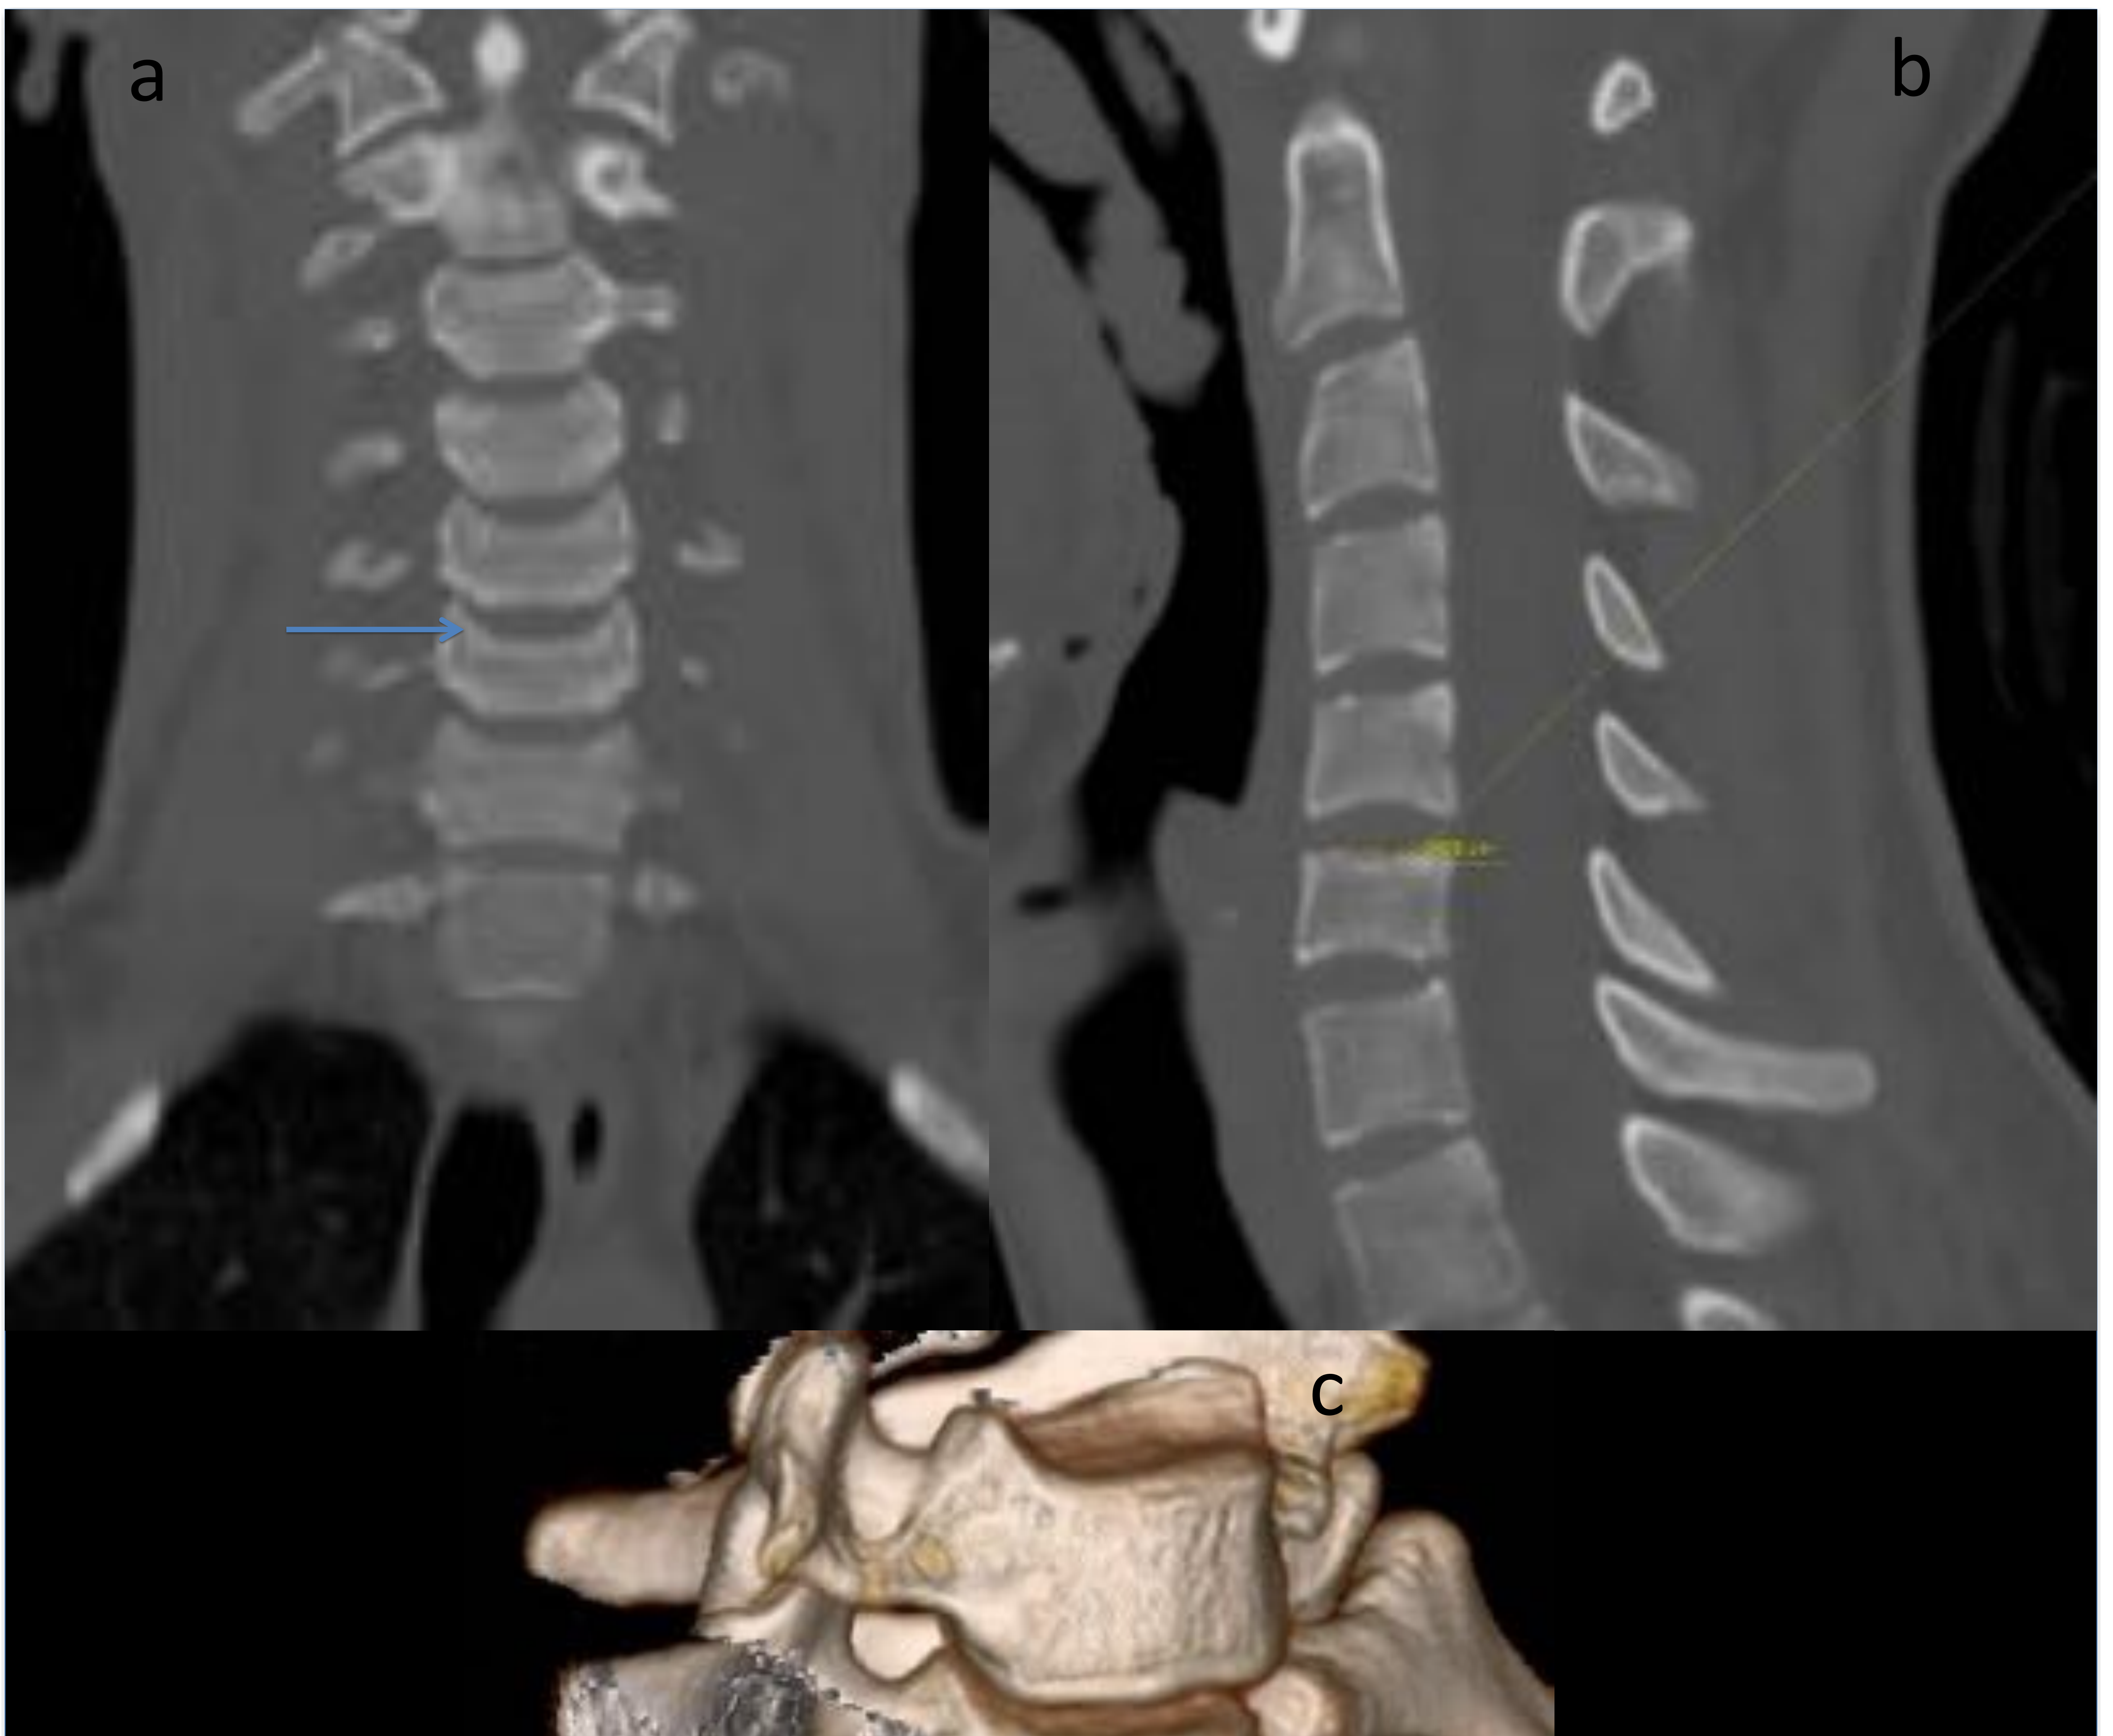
Fractura de la columna anterior de C4 y las apófisis espinosas de C4 y C5. a) Imagen sagital de TC de columna cervical que muestra una fractura vertical de C4 y las espinosas de C4 y C5. b) Imagen axial de TC de columna cervical donde vemos la fractura por el cuerpo de C4. c) Reconstrucción 3D de las fracturas.
